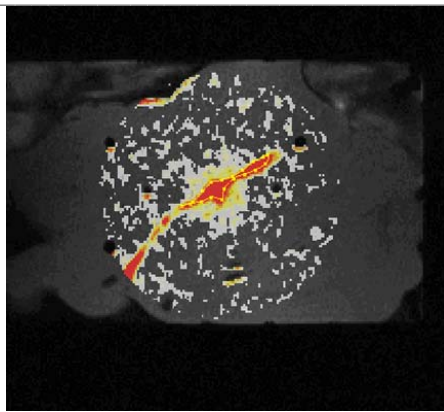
14 : Détection par l'IRM d'un vaisseau sanguin sur une coupe coronale. À la place de la forme circulaire attendue, la carte de température s'étire dans la direction du vaisseau. La température ne peut y être réellement quantifiée.
